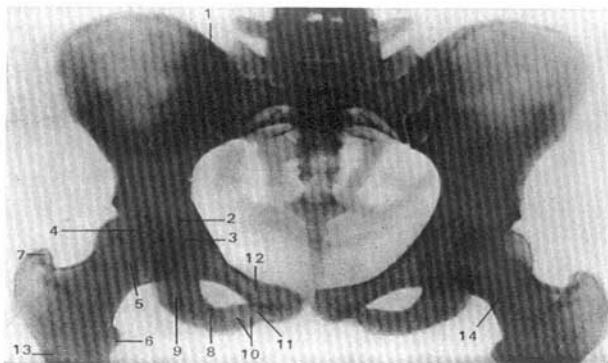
Radiografía de la pelvis y la articulación coxal en la mujer.
